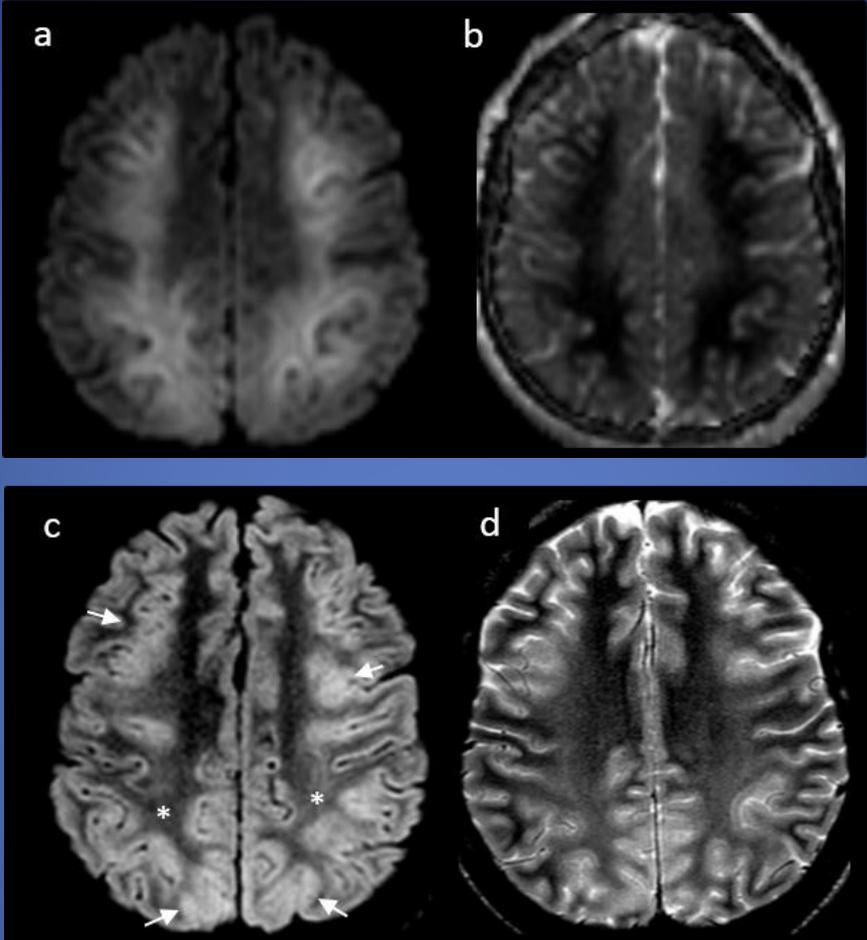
RM de encéfalo en cortes superiores a la figura 1, se observan hallazgos similares a nivel de centros semioviales, con restricción de la difusión (a) y caída en el mapa de ADC (b) asociado a hiperintensidad de señal en FLAIR (* en c) y T2 (d). Además se visualiza edema giral (flecha en c) sugestivo de lesión hipóxica-isquémica en relación a antecedente de paro cardíaco.
